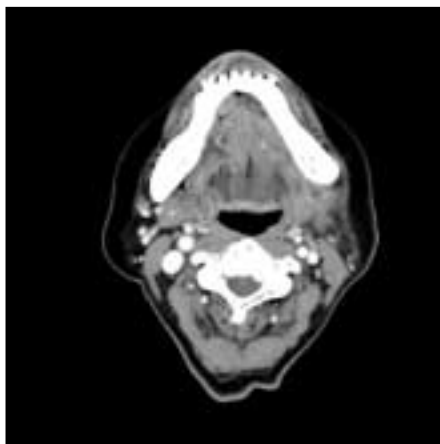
CT images show almost remission of lthe esion.
